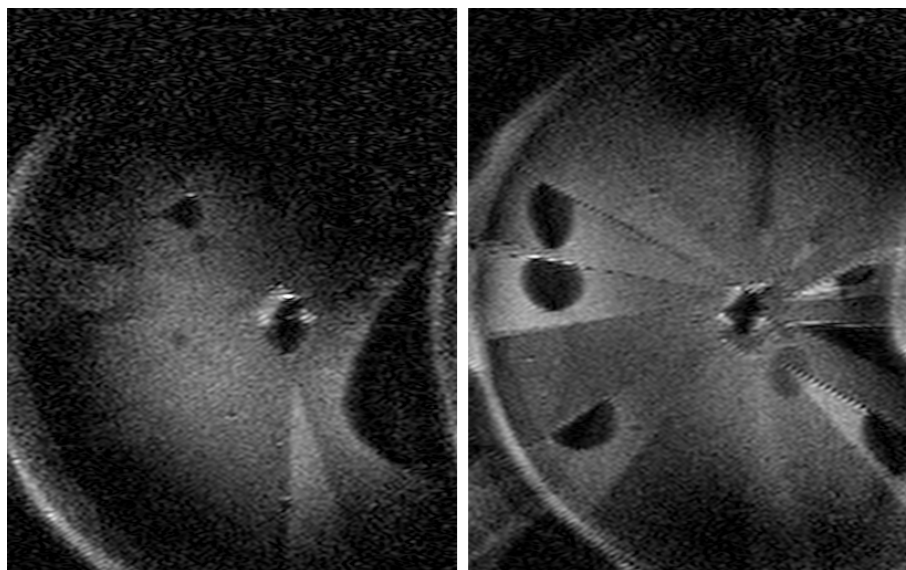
Schichtdicken-Phantom für die MRT (Testmessung) an 10 Scheiben
